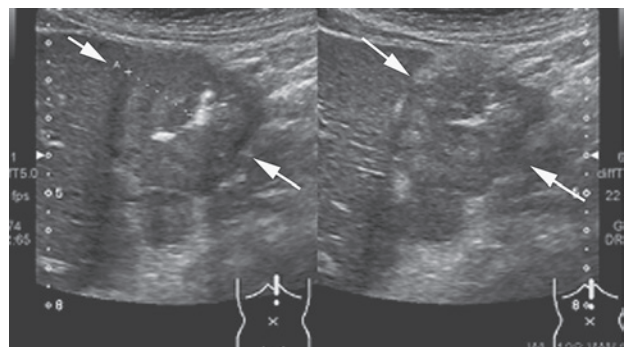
腹部超音波 胃体部小弯側を中心に最大20mmまでの不整な壁肥厚
